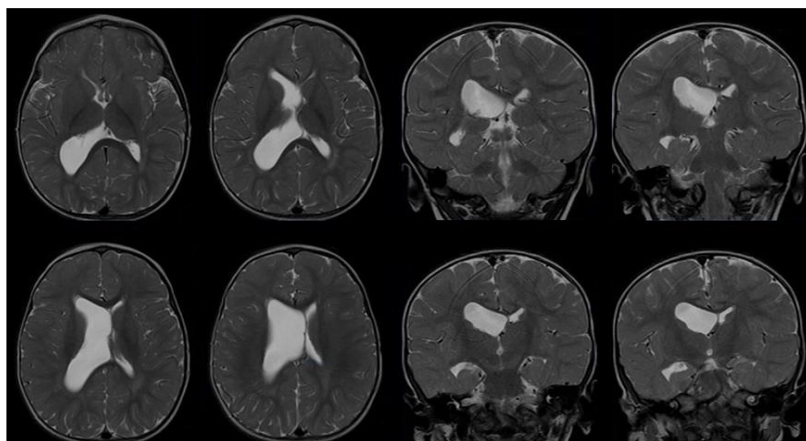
Lateral brain MRI in a patient with mucopolysaccharidosis typ 1 (MPS I, Hurler syndrome)
